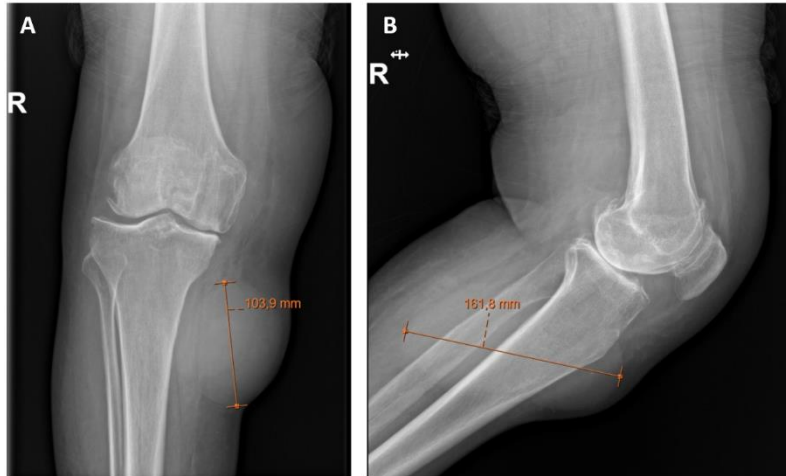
Radiografia joelho direito a 07/2023 em visão (A) anteroposterior e (B) perfil: lesão ovalada hipotransparente, homogênea e bem delimitada a nível face anteromedial da tibia, com cerca de 16 cm de maior diâmetro.
